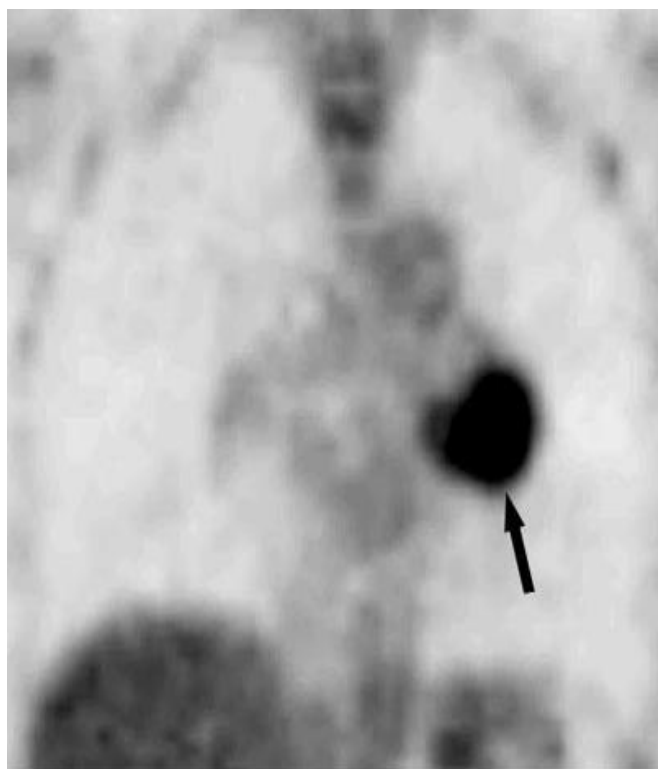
l'immagine PET mostra un carcinoide atipico come una lesione ipermetabolica, (con un SUV di 11.2) sull'ilo di sinistra (freccia).
